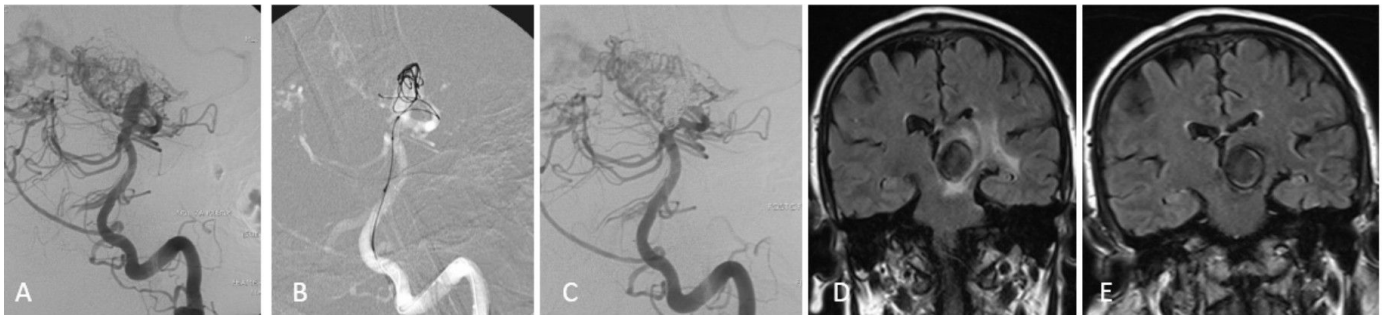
Partially thrombosed flow-related aneurysm in p1 segment of posterior cerebral artery which was associated with an arteriovenous malformation (A). Coiling with balloon remodeling was performed (B). Immediately after procedure total occlusion of the aneurysm can be seen (C). Preprocedural evaluation of perianeurysmal edema on FLAIR sequence of the brain at magnetic resonance imaging (D). Control magnetic resonance imaging at 6- month shows markedly resolution of perianeurysmal edema on FLAIR sequence (E).
